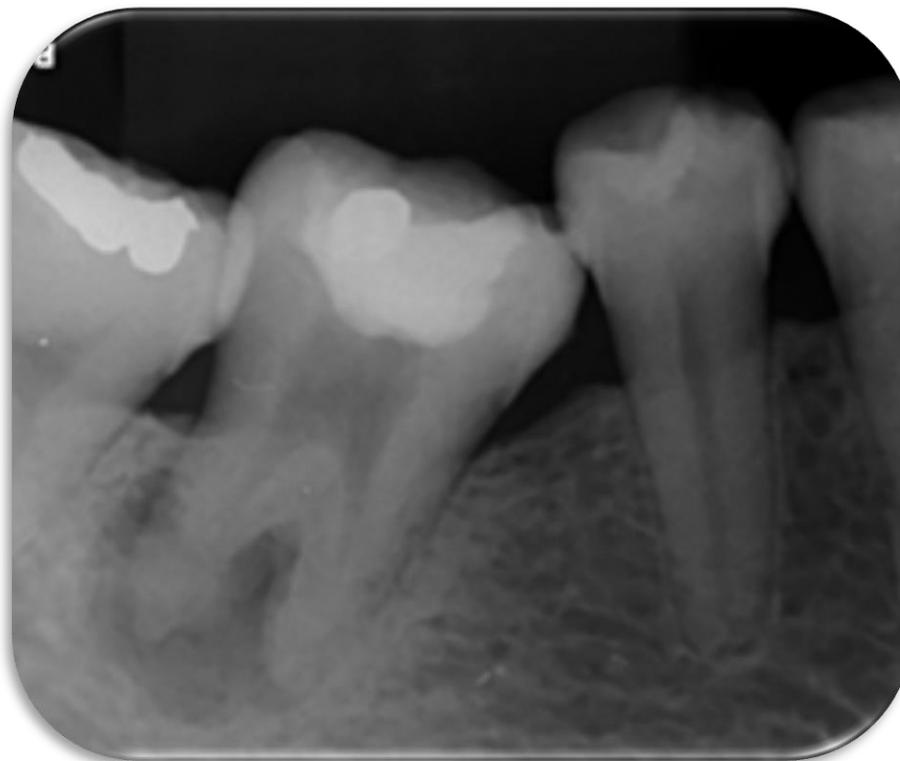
Radiografia inicial de diagnóstico.
